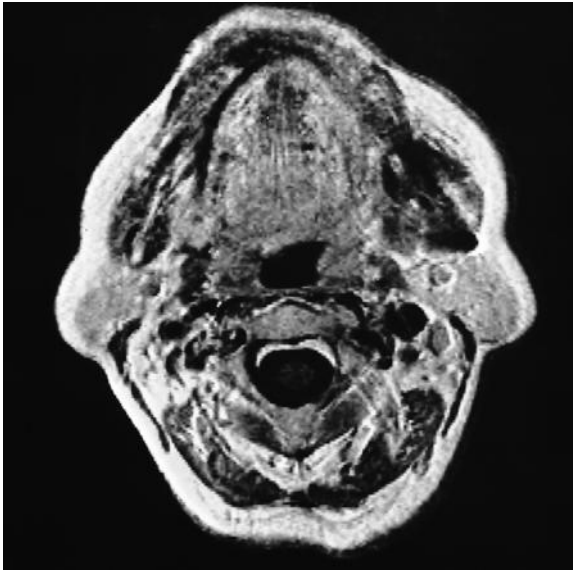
MRT einer 71-jährigen Patientin mit chronischer eitriger Knochenentzündung im linken aufsteigenden Unterkieferast. Der Knochen stellt sich im Gegensatz zum CT signalarm dar, das Knochenmark wird jedoch abgebildet. Beim Seitenvergleich zeigt sich eine linksseitige Auftreibung, die kaum signalgebend ist. Innerhalb der Auftreibung bilden sich ein verbreitertes, signalgebendes Band und einzelne signalgebende Inseln ab.
